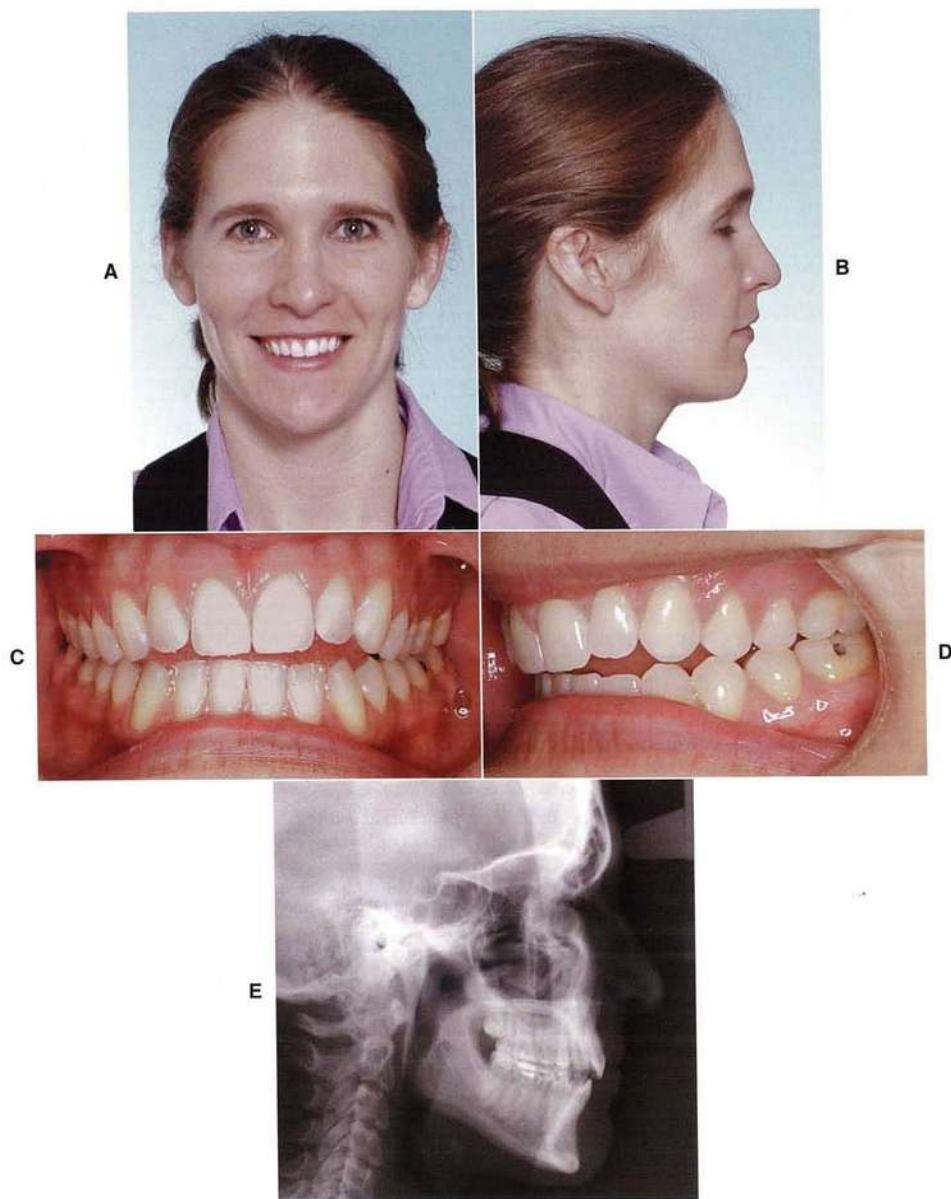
A los 29-6 años, esta paciente solicitó tratamiento para su mordida abierta anterior. A, B, Imágenes pretratamiento facial e intraorales (C, D). Su queja principal era la dificultad para comer determinados alimentos, no el aspecto de su cara o sus dientes. E, La radiografía cefalométrica confirmó la rotación posteroinferior de la mandíbula. Si se intruían los dientes posterosuperiores, se eliminaría la mordida abierta y se reduciría el resalte al ir rotando la mandíbula hacia arriba y adelante. El plan de tratamiento consistía en conseguir esto con anclaje esquelético en forma de miniplacas (tubos C de KLS Martin) en la base de la apófisis cigomática. Un objetivo importante del tratamiento era preservar las relaciones dentolabiales anteriores.
